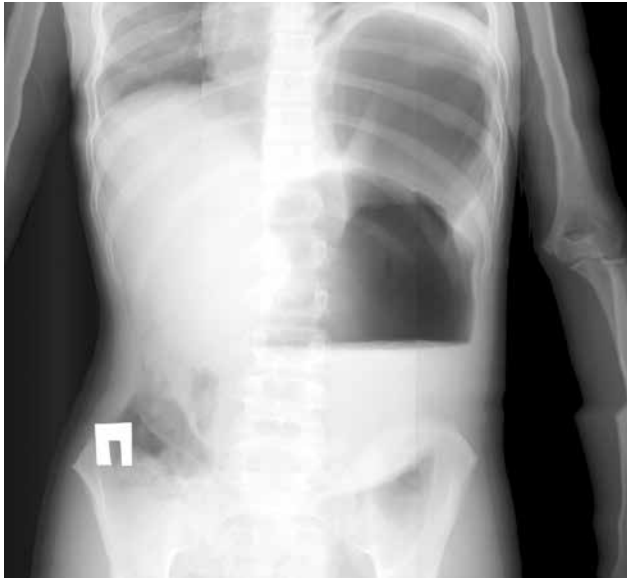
Рентгенография органов брюшной полости в приёмном отделении.
